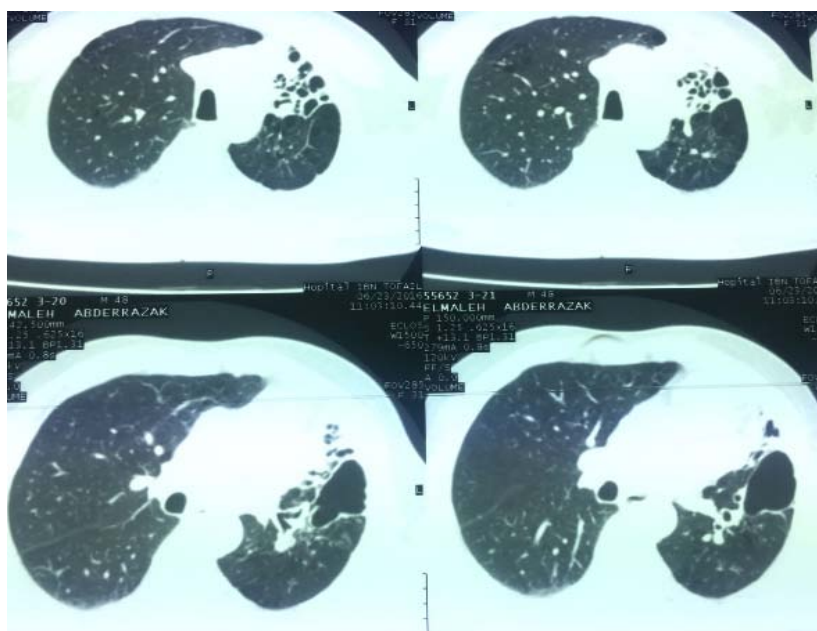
TDM thoracique en fenêtre parenchymateuse montrant des foyers de DDB cylindriques et kystiques au niveau lobe supérieur gauche et en latéro basal gauche.
